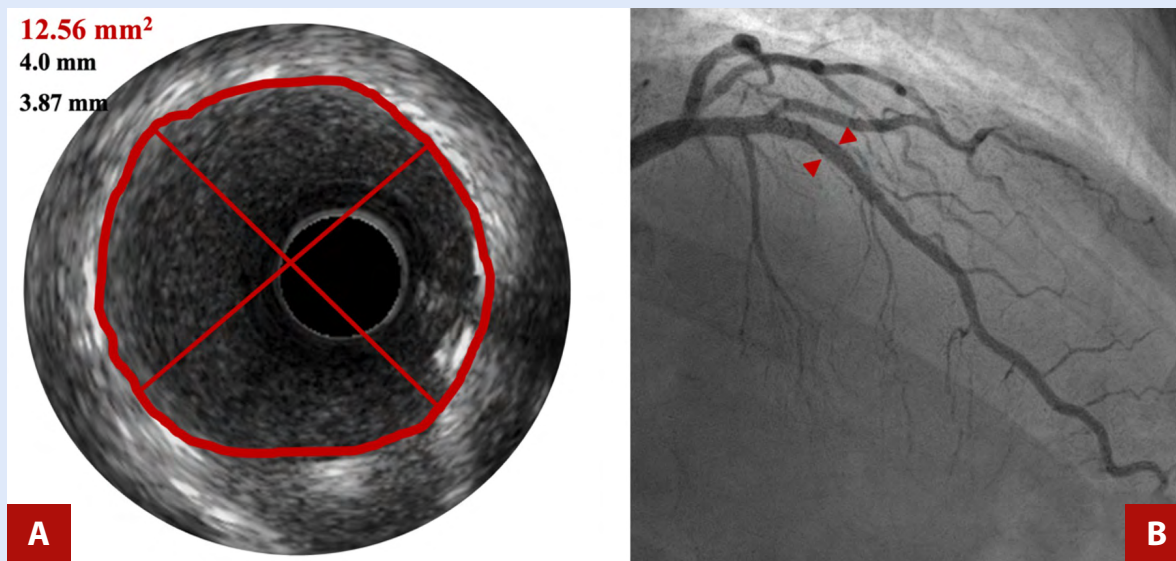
(A): Ultrasonido intravascular que muestra un *stent* bien expandido y correctamente apoyado. (B): Angiografía coronaria que evidencia una expansión óptima del *stent* sin estenosis residual.
